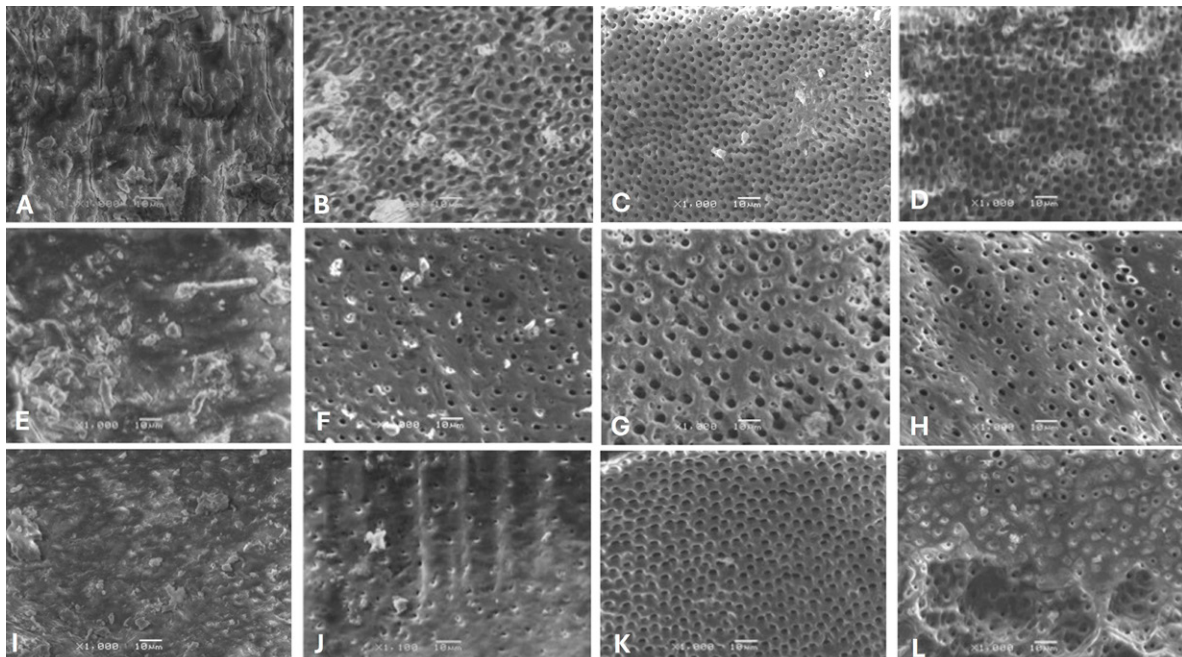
Fotomicrografías. Tercio cervical: A. Sin protocolo de irrigación final. B. Irrigación de EDTA 60s sin activación. C. Irrigación de EDTA 60s activación XP-Endo® Finisher. D. Irrigación de EDTA 60s con activación de ultrasonido. Tercio medio: E. Sin protocolo de irrigación final. F. Irrigación de EDTA 60s sin activación. G. Irrigación de EDTA 60s activación XP-Endo® Finisher. H. Irrigación de EDTA 60s activación ultrasonido. Tercio apical: I. Sin protocolo de irrigación final. J. Irrigación de EDTA 60s sin activación. K. Irrigación de EDTA 60s activación XP-Endo® Finisher. L. Irrigación de EDTA 60s con activación de ultrasonido.
